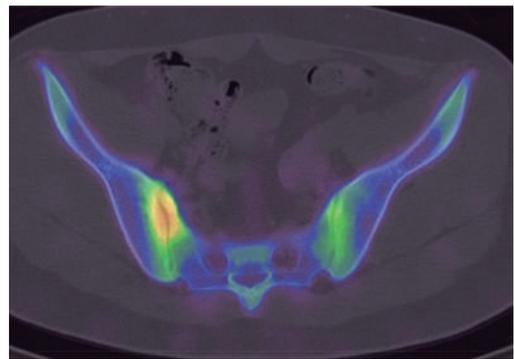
SPECT/CTによる仙腸関節障害重症例の検出（装置：Symbia Intevo (Siemens Medical Solutions, USA), 画像再構成：xSPECT Bone, 薬剤：<sup>99m</sup>Tc-HMDP）
